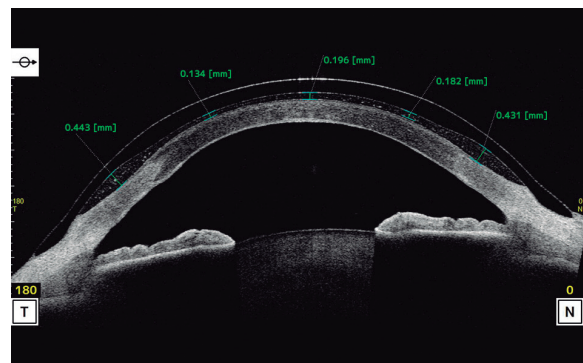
Tomografía de coherencia óptica de segmento anterior (CASIA 2) en un paciente con DALK y una lente de contacto escleral.
